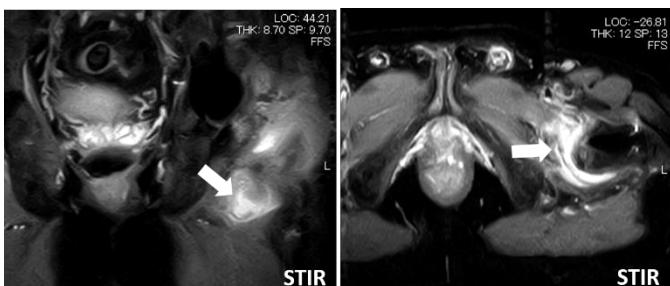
MRI 所見 1部感染領域が残存していた
